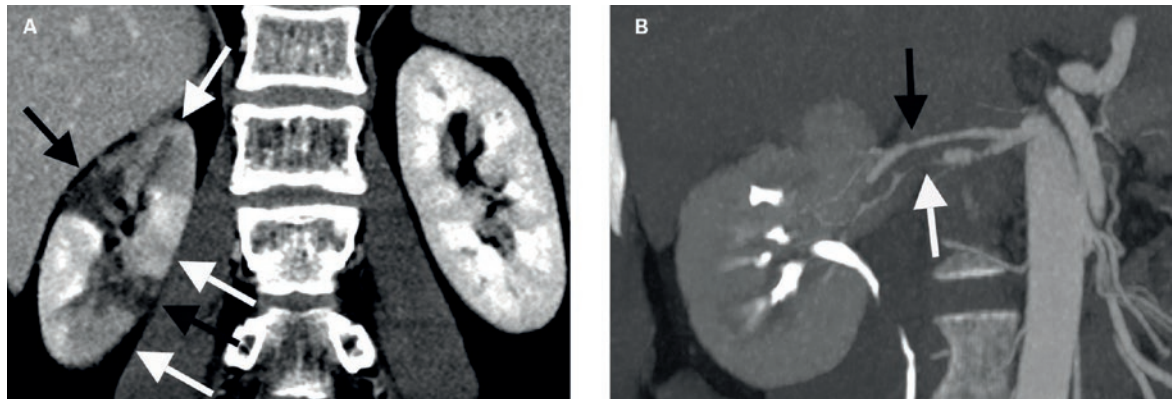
Tomodensitométrie (TDM) de l'abdomen (coupe coronale). A) Phase veineuse portale: Plusieurs zones triangulaires légèrement hypodenses par contraste au niveau des pôles supérieur et inférieur ainsi que dans la *pars intermedia* du rein droit (flèches blanches), zones moins irriguées en conséquence. Infarctus aigu triangulaire non contrasté dans la *pars intermedia* du rein droit (flèches noires). B) TDM MIP («maximum intensity projection») avec contraste en phase artérielle et phase excrétoire: suspicion élevée d'une dissection de l'artère rénale droite avec une régularité de la paroi et rétrécissement de la lumière de l'artère rénale accessoire inférieure avec contraste seulement filiforme au niveau distal (flèche blanche) et irrégularités discrètes de calibre de l'artère rénale accessoire supérieure (flèche noire).
